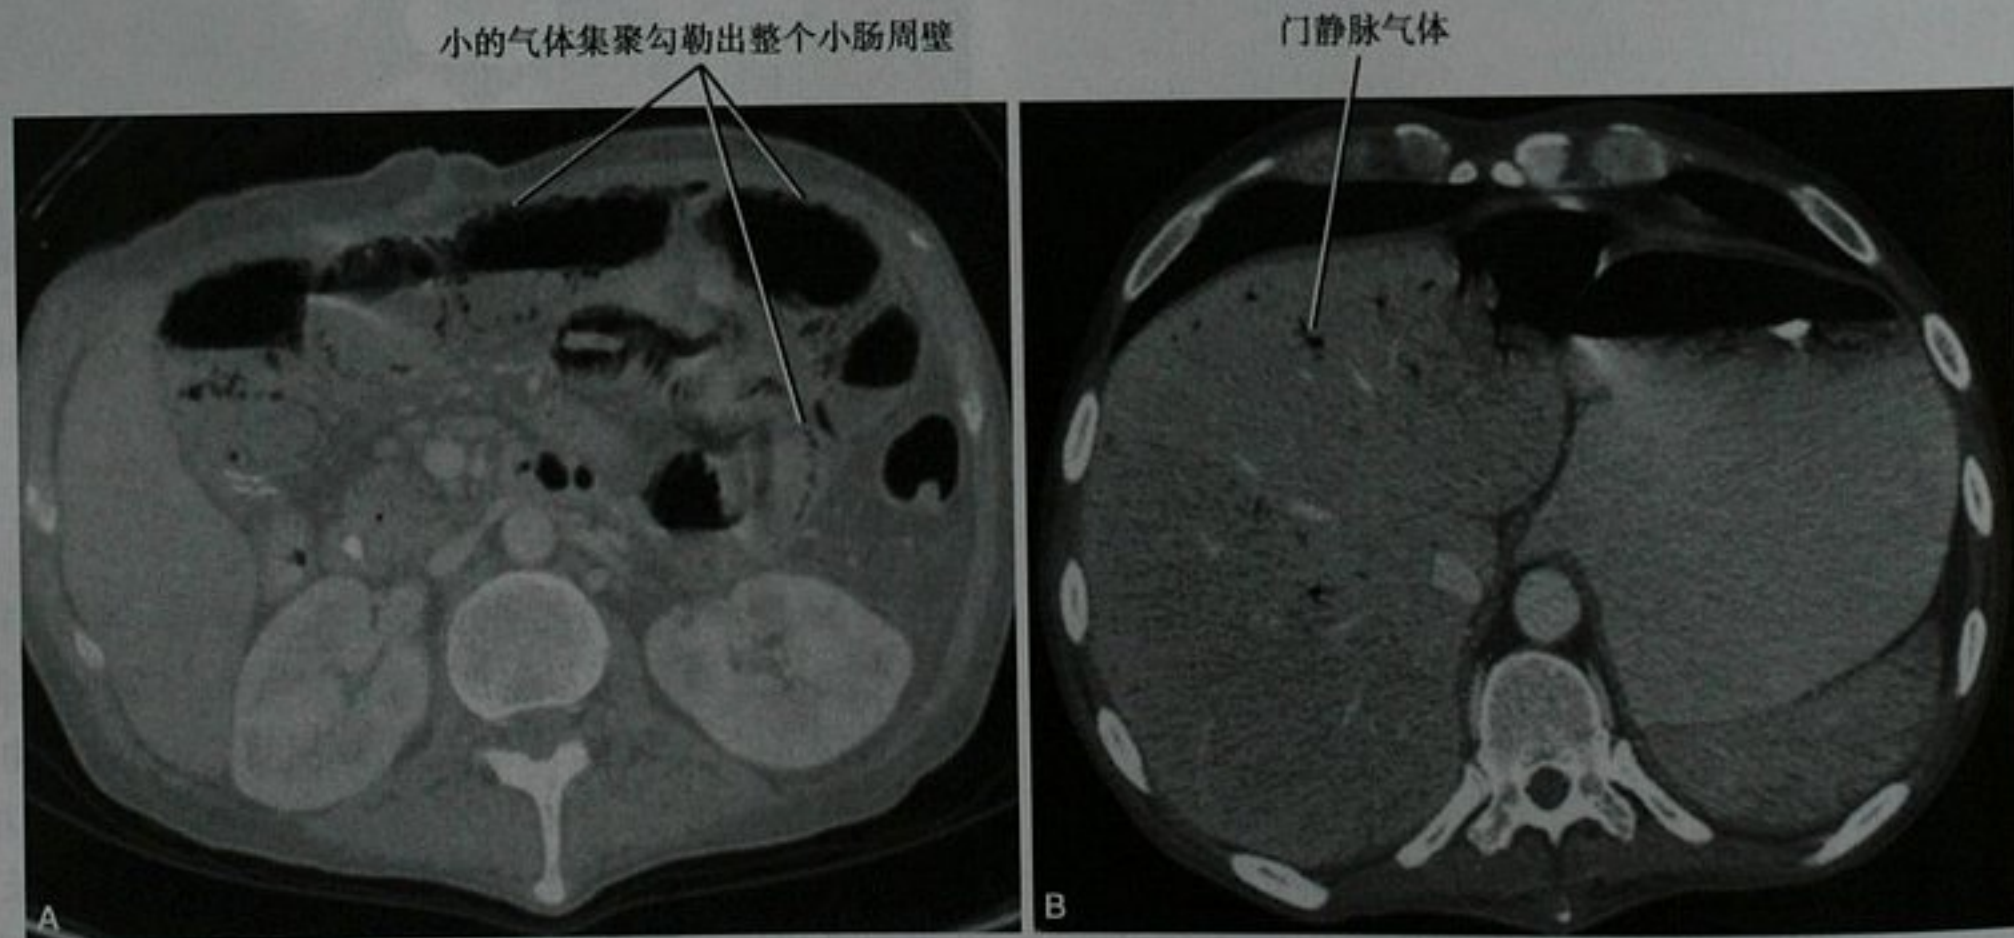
腹部增强 CT 显示(A)小肠肠壁积气和(B)门静脉气体。原因不明,患者在无治疗的情况下完全恢复
